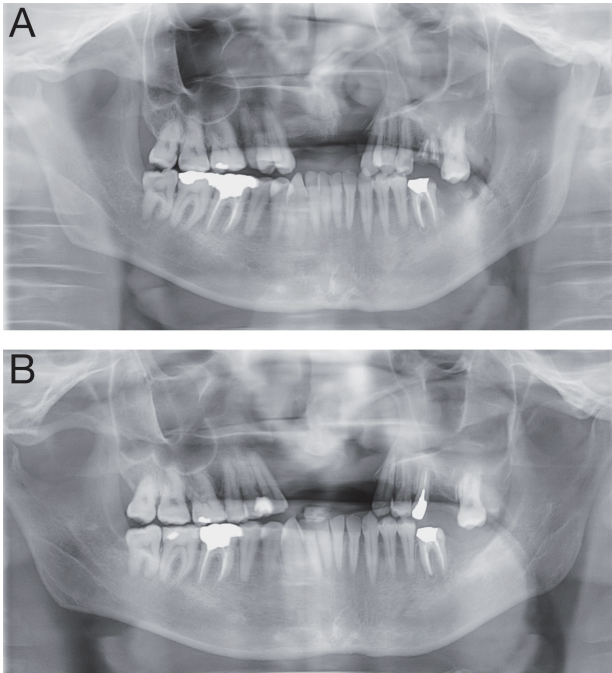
パノラマX線所見 A. 初診時 B. 動的矯正治療終了時
